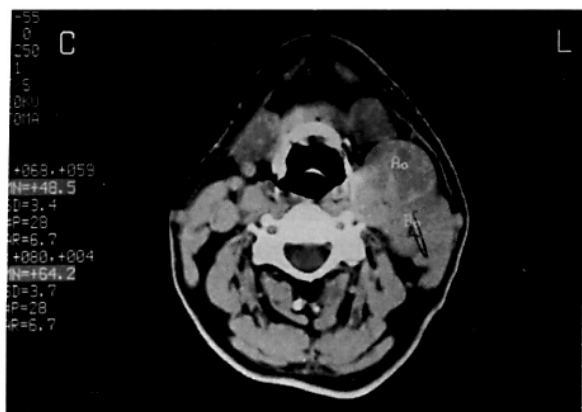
TAC cervical en el que apreciamos masa para parafaríngea de densidad heterogénea con centro necrótico y captación periférica en anillo
